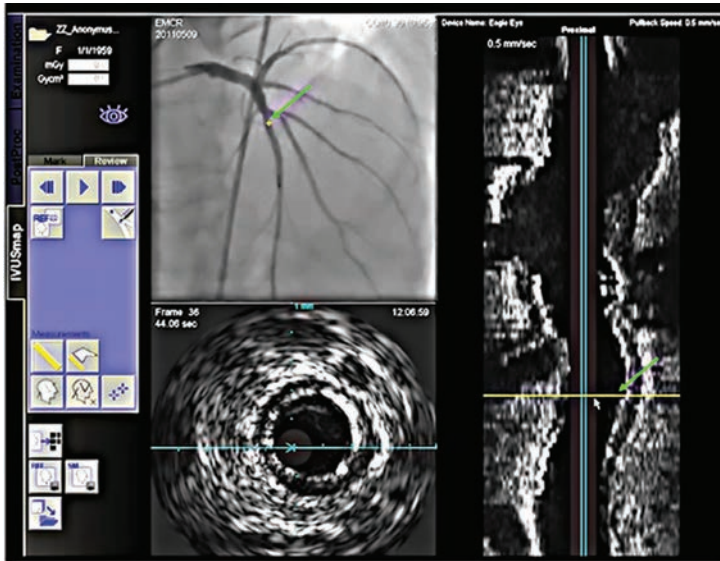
Сочетанное представление данных с помощью опции IVUSmap; зелеными стрелками указаны маркеры расположения кадра ВСУЗИ на ангиограмме и продольной проекции ВСУЗИ.
